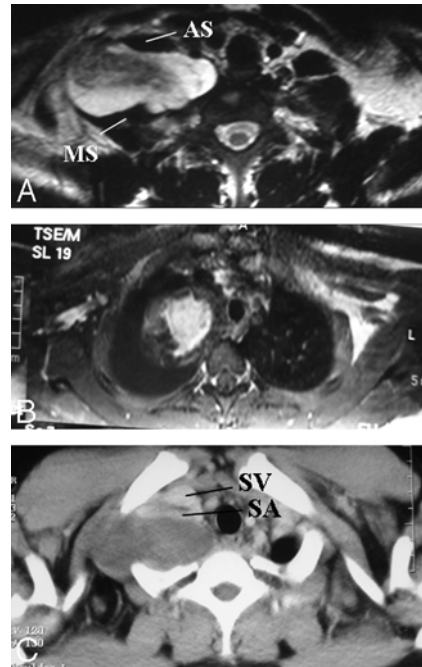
A and B, Pathologically proved neurofibroma elongating between the anterior and middle scalene muscles. The mass lesion is fusiform, longitudinally oriented along the BPL (A), with central homogeneous enhancement (B). A target sign with central hypointensity and peripheral hyperintensity on T2WI (A) and central homogeneous enhancement (B) are suggestive of neurofibroma. C, The subclavian vein and artery are extended at the anterior aspect of the mass on the axial postcontrast CT view. There is diaphragm paralysis on the right side compatible with phrenic nerve involvement as well (not shown).
